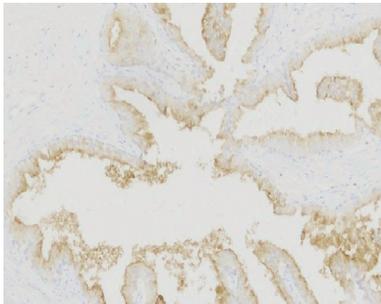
PSMA 在 BPH 中呈阳性表达 (EnVision 法, $\times 200$)
